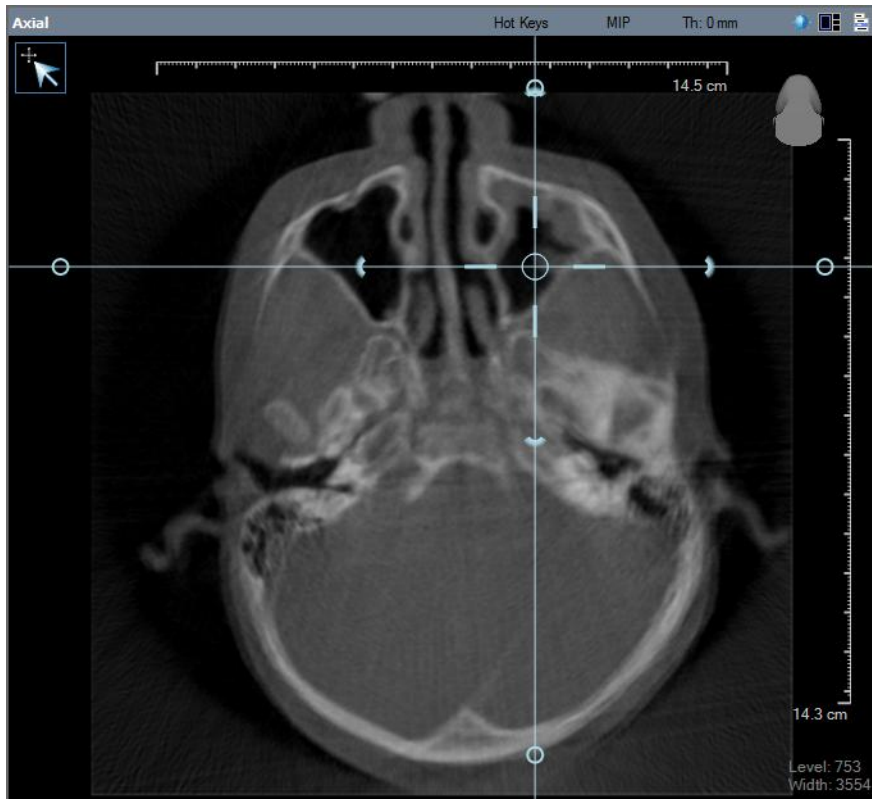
Tomografía por CONE BEAM cefalografía, corte axial, se aprecia espacio del seno maxilar izquierdo ocupado.<sup>15</sup>
